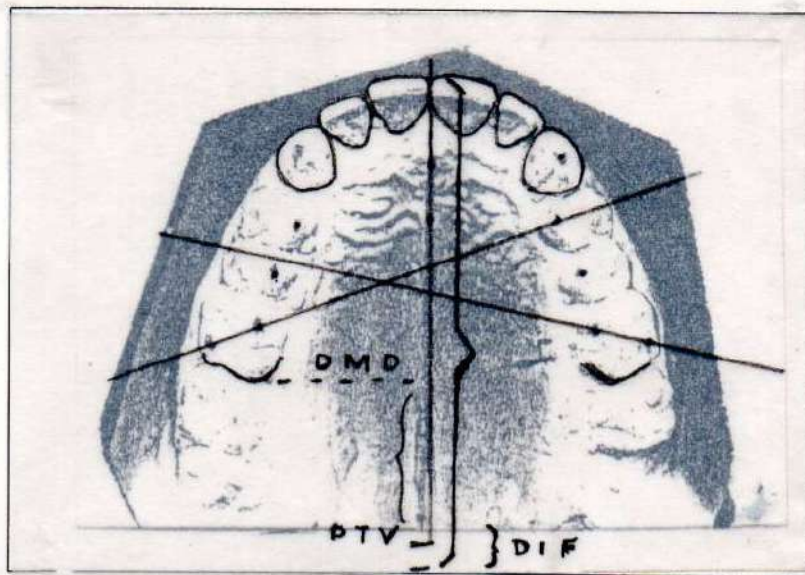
Oclusograma mostrando el traslado de las distancias DM PTV y I PTV a partir de la telerradiografía
